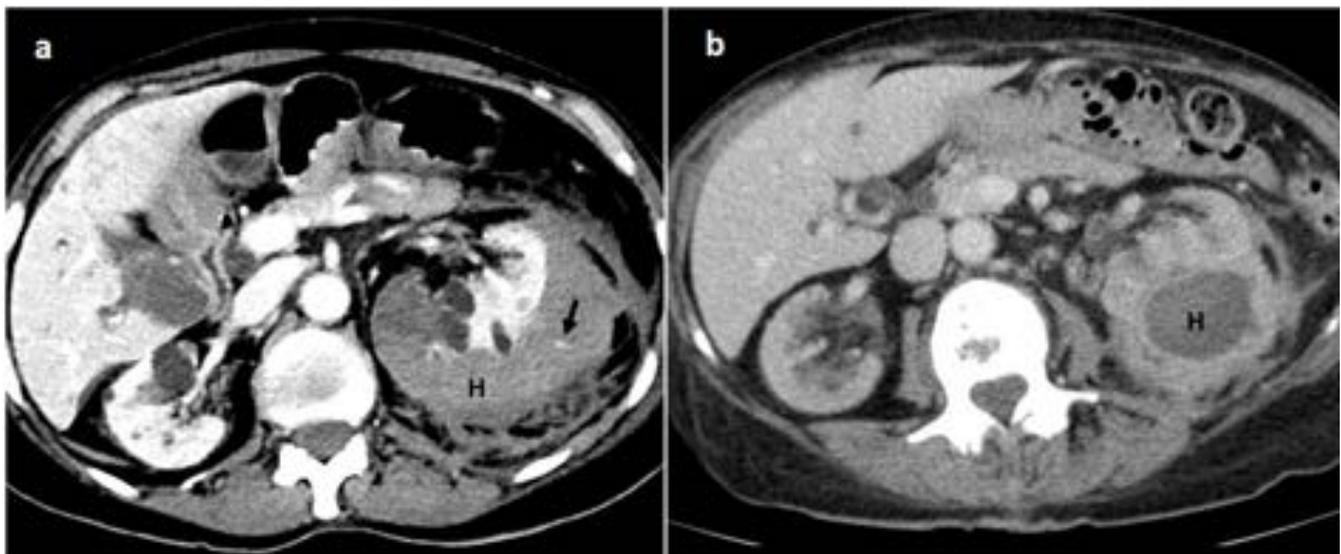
Paciente al que se le realiza una biopsia renal y dos días después presenta anemia. Se realiza TC (a), donde se detectan puntos de sangrado activo en fase arterial (flecha). Se decide tomar actitud expectante, dada la estabilidad hemodinámica. En los controles posteriores (b) se observa una colección de paredes gruesas, que corresponde al hematoma en fase de resolución (H). Dada la correcta evolución
